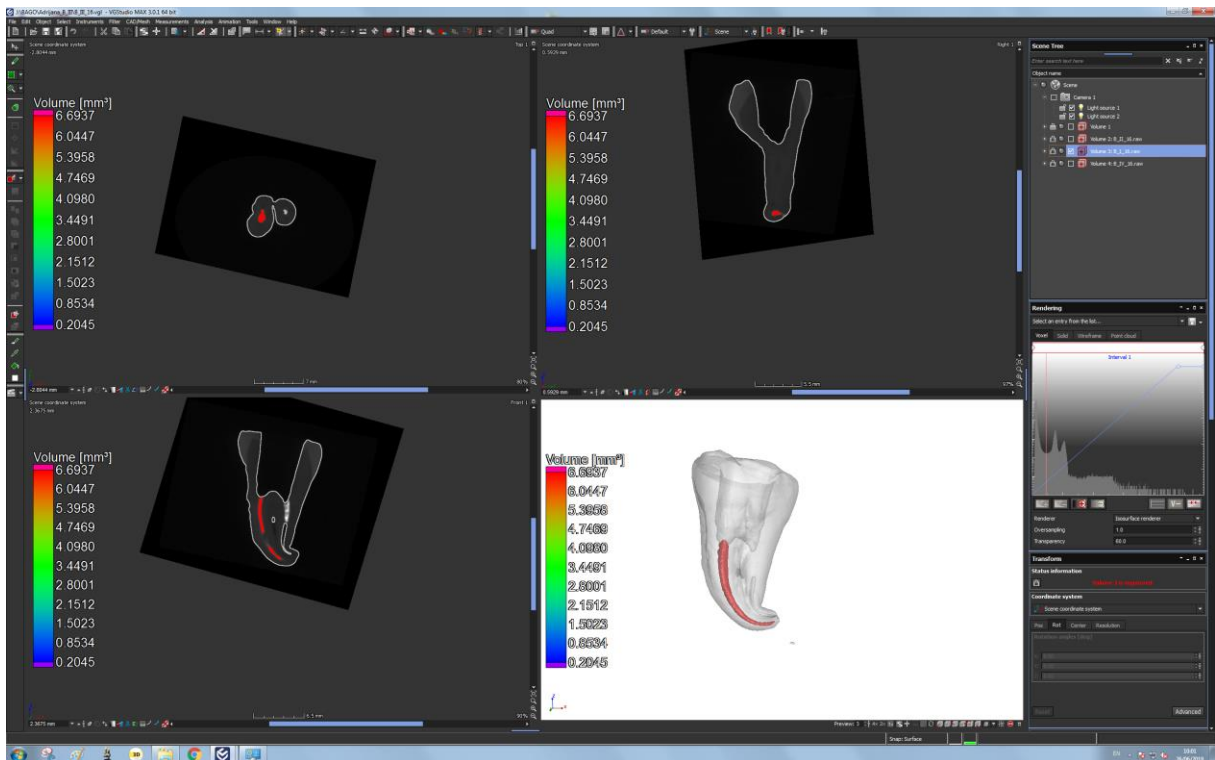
Mikro-CT snimak nakon revizije.
